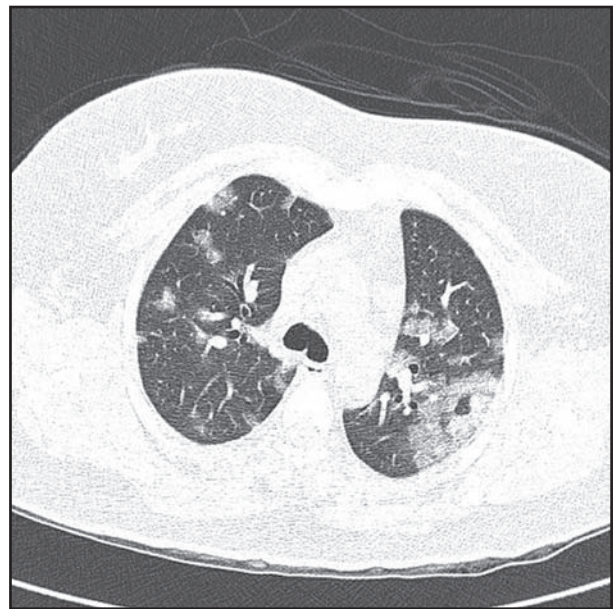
TC do tórax (janela do pulmão) evidenciando difusas opacidades em vidro fosco, associadas a espessamento septal, caracterizando o padrão de "pavimentação irregular".
